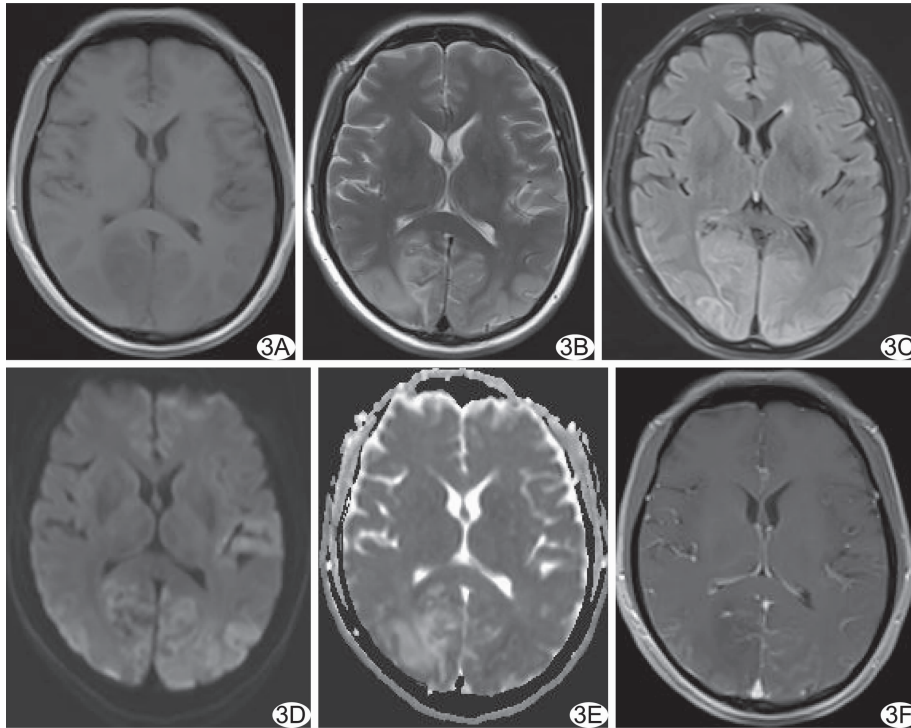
患者女,41岁,肺栓塞导致缺血缺氧,发病7天行MR检查 A. T1WI示双侧顶额枕叶皮层及皮层下白质稍低信号; B、C. T2WI、FLAIR呈高信号; D. DWI呈高信号; E. 左侧枕叶皮层下白质ADC值略减低,提示轻度扩散受限; F. 增强MRI示双侧顶额枕叶皮层脑回样轻度强化
